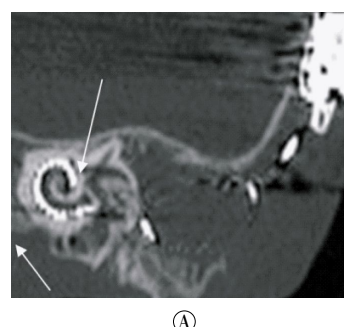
人工耳蜗植入术后患者的多层螺旋 CT 内耳重建图像。患儿女性，2 岁。图中，A：双斜径多平面重建图，示人工耳蜗电极在耳蜗的位置（箭头所示）；B：双阈值容积再现重建+颞骨透明成像+容积再现融合重建图，示耳蜗、半规管、前庭、听小骨与人工耳蜗的关系，箭头所示为植入人工耳蜗的电极位置。
